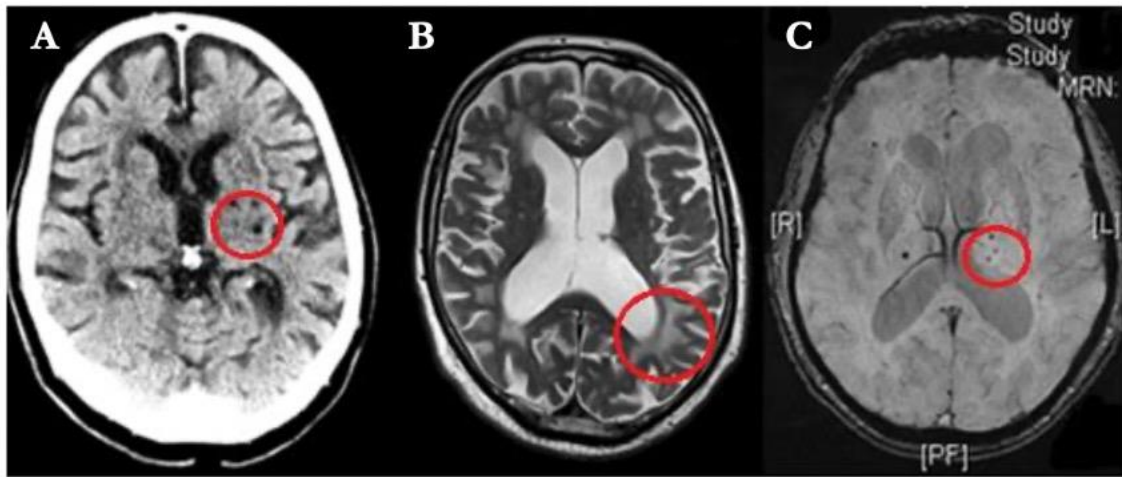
Zerebrovaskuläre Bilddiagnostik. Abgebildet sind kraniale Ct- und MRT-Aufnahmen von Studienprobanden des Demenzforschungszentrums der Neurologie der Universitätsmedizin Göttingen (Hermann P 2019). A: Im CT zeigen sich Lakunen und WML. B: Im MRT mit einer T2-Wichtung zeigen sich WMs. C: Im MRT in einer Susceptibility-Weighted Imaging-Wichtung zeigen sich Mikroblutungen.
